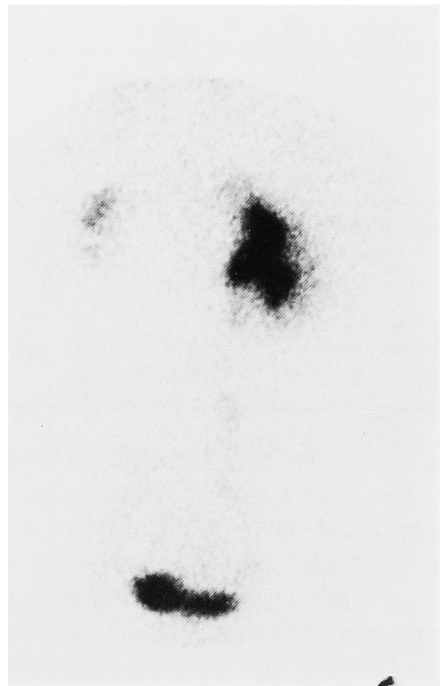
Renoscintigram shows severe stasis of grade (+++) on the right side.
